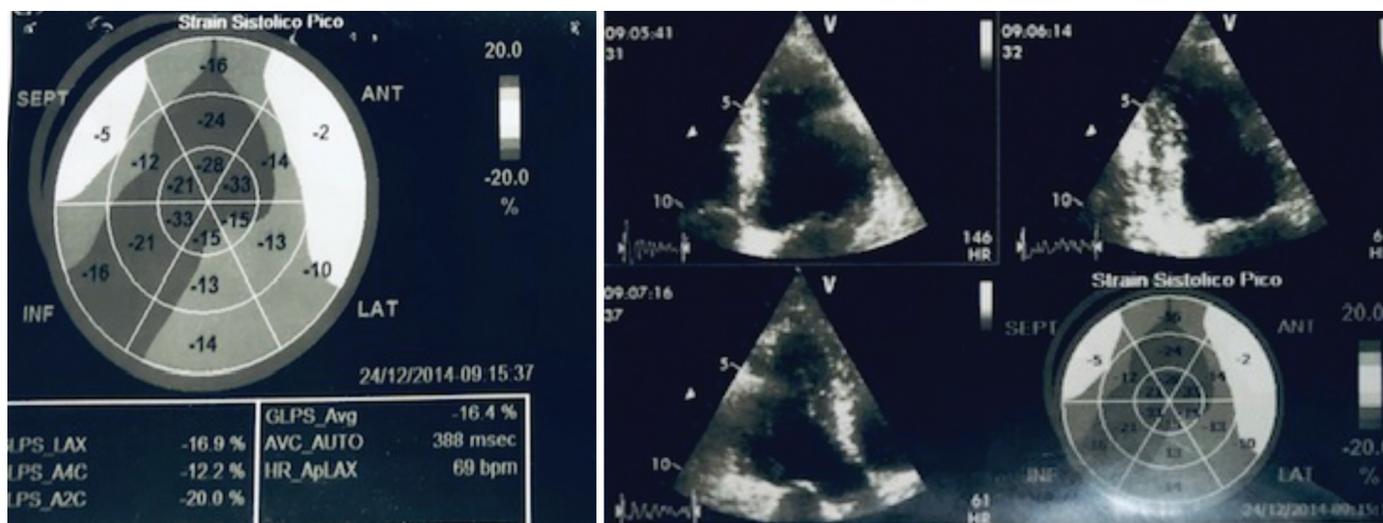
Ecocardiograma basal con imagen de "ojo de buey" del Strain longitudinal pico con caída en el valor del mismo y la afectación difusa a nivel del miocardio.
